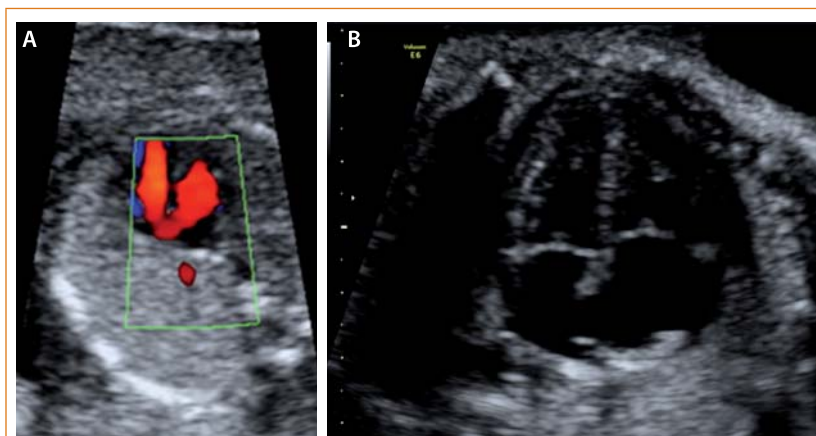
Shunts intrauterinos. A: Doppler color del foramen oval. B: foramen oval
